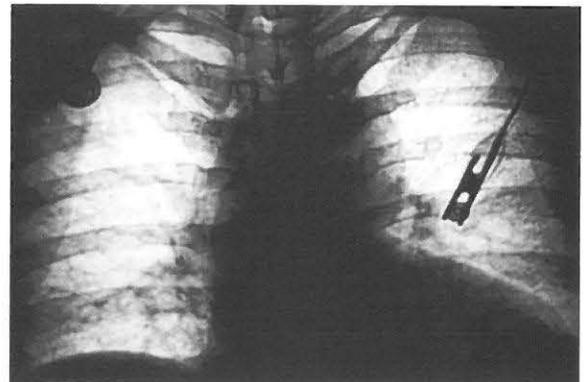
Radiografía de tórax PA, una vez extraído el catéter de la arteria pulmonar con el reservorio todavía implantado.
